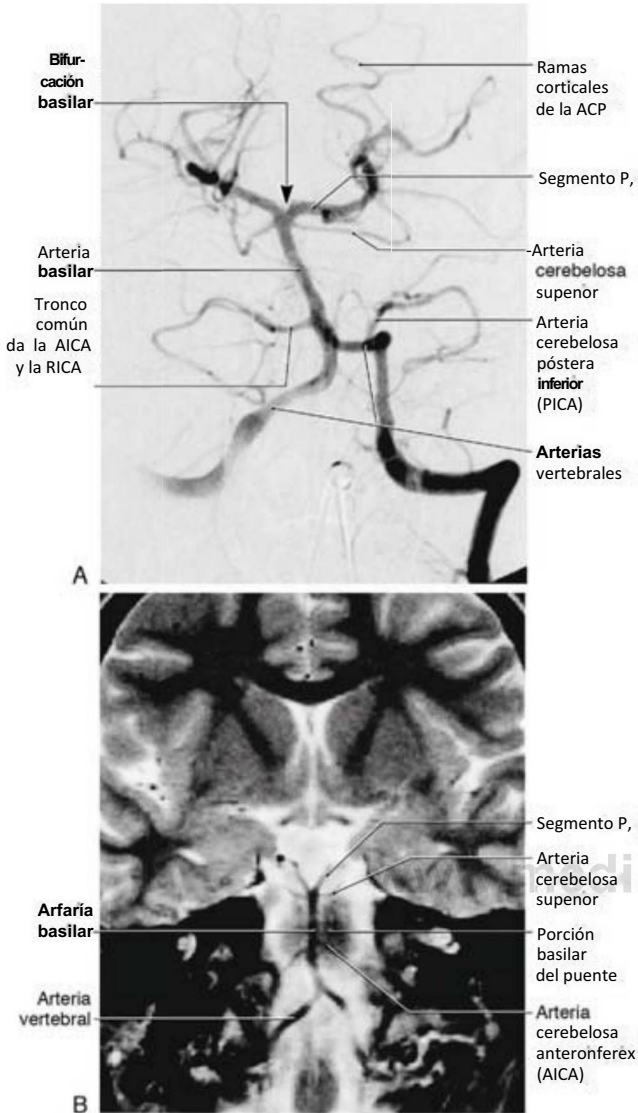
El sistema vértebro-basilar y sus ramas principales tal como se observan en una angiografía (A) y en una imagen de resonancia magnética potenciada en T2 (B). ACP, arteria cerebral posterior.
